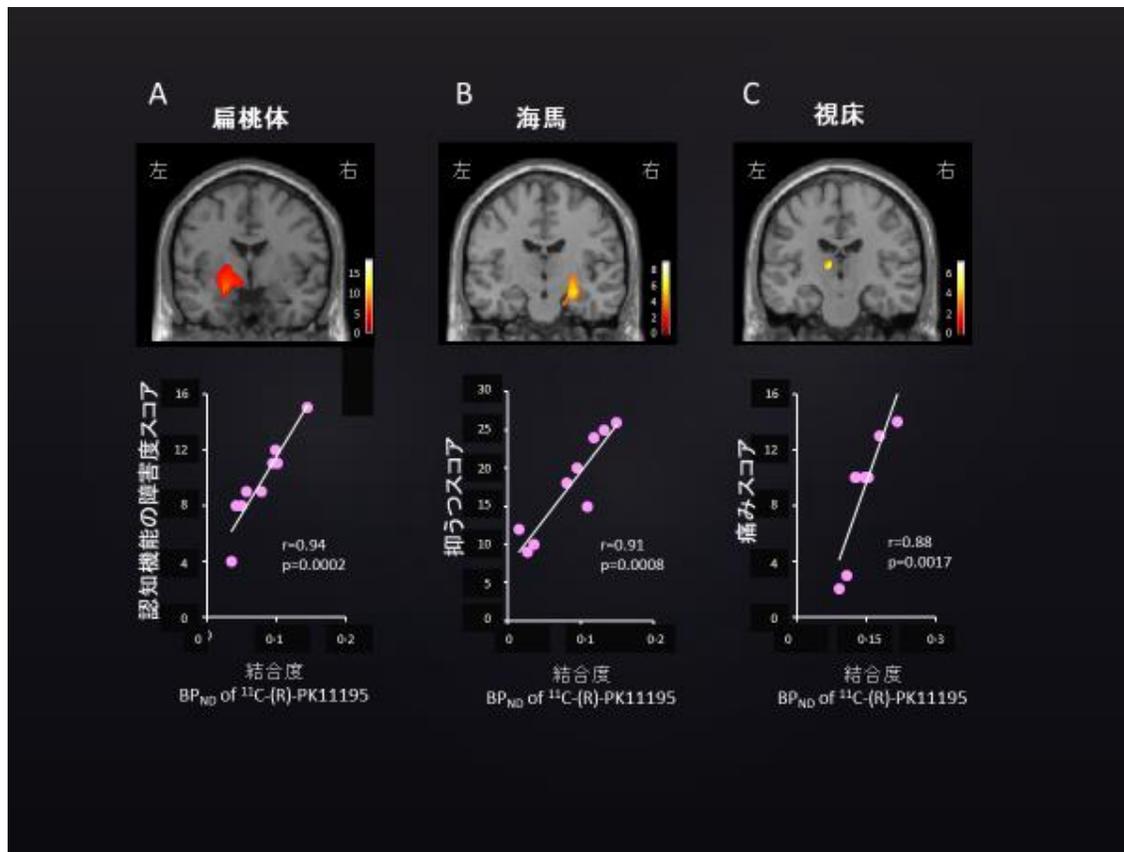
筋痛性脳脊髄炎/慢性疲労症候群 (ME/CFS) のPETにより検出された複数脳部位 (A:扁桃体、B:海馬、C:視床) での脳内炎症の程度 (横軸) と複数の症状スコアとの相関。文献1参照。
